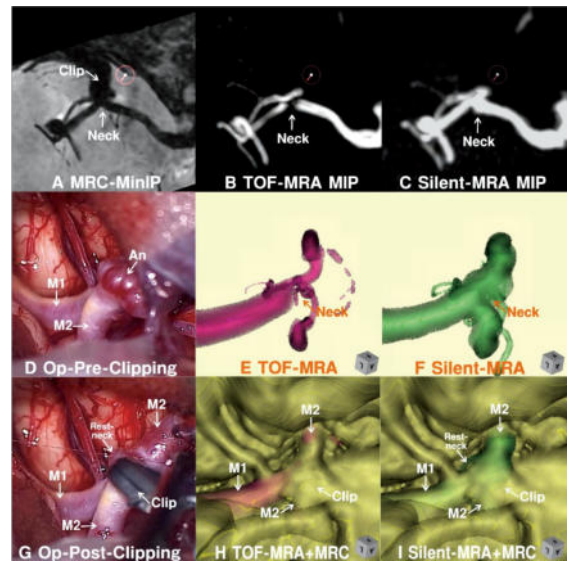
症例28:60代、女性、未破裂右中大脳動脈動脈瘤(2.5×3.1×3.3mm);Sugita titanium clip#21でネック・クリッピングを行うも、母血管狭窄リスクのため意図的に不完全クリッピングを実施。A:FSE-MRI最小値投影(MinIP)画像の軸状断;ネック部と母血管がクリップとともに描出されている。サークル内矢印(Encircled arrow)は以下の画像の観察視点を示す。B:TOF-MRA最大値投影(MIP)画像の軸状断;クリップの磁化率アーチファクトの影響でネック部が描出不良である。C:Silent MRA MIP画像の軸状断;磁化率アーチファクトの影響が最小で、ネック部が良好に描出されている。D:手術写真-1:クリッピング前の動脈瘤。E:3D TOF-MRA画像(赤色);瘤ネック部と母血管の形態描出が不完全である。F:3D silent MRA(緑色);瘤ネックの形態が、クリップによる磁化率アーチファクトの影響なく、明瞭に描出されている。G:手術写真-2:ネック・クリッピング後、意図的不完全クリッピングのため、レスト・ネックが認められる。H:TOF-MRAとFSE-MRIの3D融合画像;ネック部と母血管の形態描出が不完全である。I:Silent MRAとFSE-MRIの3D融合画像;クリッピング手術後、ネック部と母血管が、クリップと周囲脳実質とともに描出されている。クリップの先端部分にレスト・ネックが認められ、クリッピング終了後の術中写真-2(G)に相応するレスト・ネックと母血管の形態が描出されている。Rest-neck:レスト・ネック、M1:中大脳動脈first segment、M2:中大脳動脈second segment。
